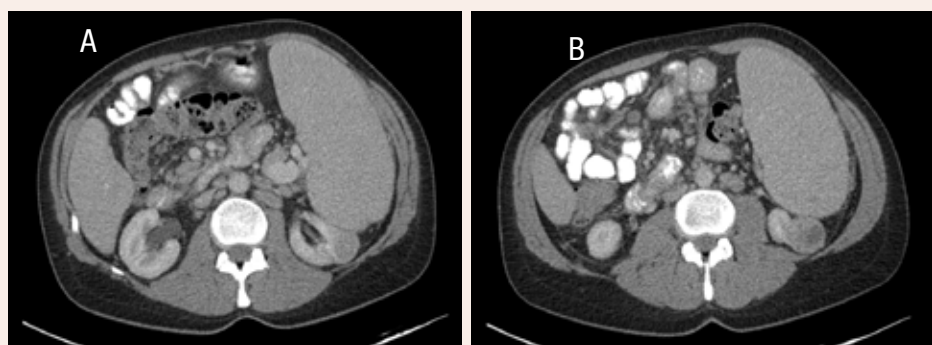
TC contrastada A/P axial en fase tardía después de la quimioterapia mostrando resolución de linfoma de la parte media con cambios inflamatorios residuales (A) y un CCR del polo inferior estable (B).
